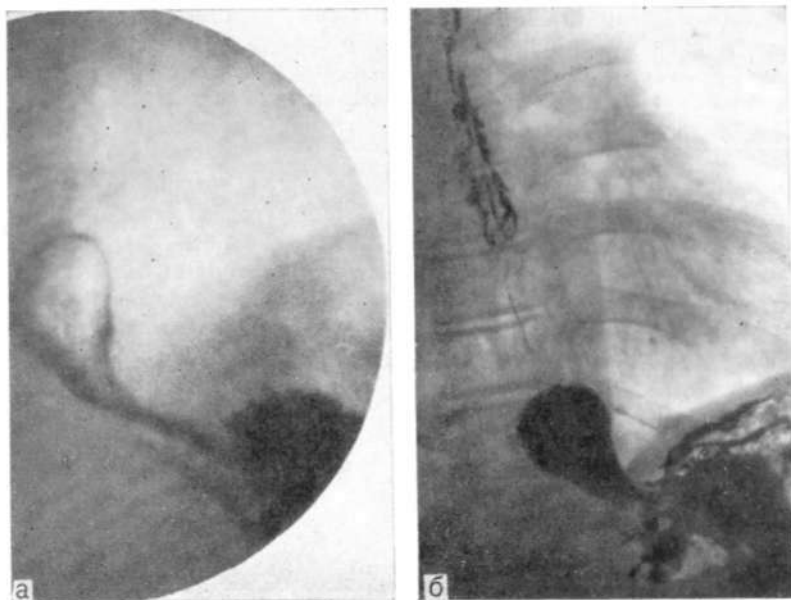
Прицельные рентгенограммы пищеводно-желудочного перехода. Раскрытая (а) и заполненная бариевой взвесью (б) нижняя сфинктерная зона, включающая ампулу пищевода и физиологическую кардшо.
